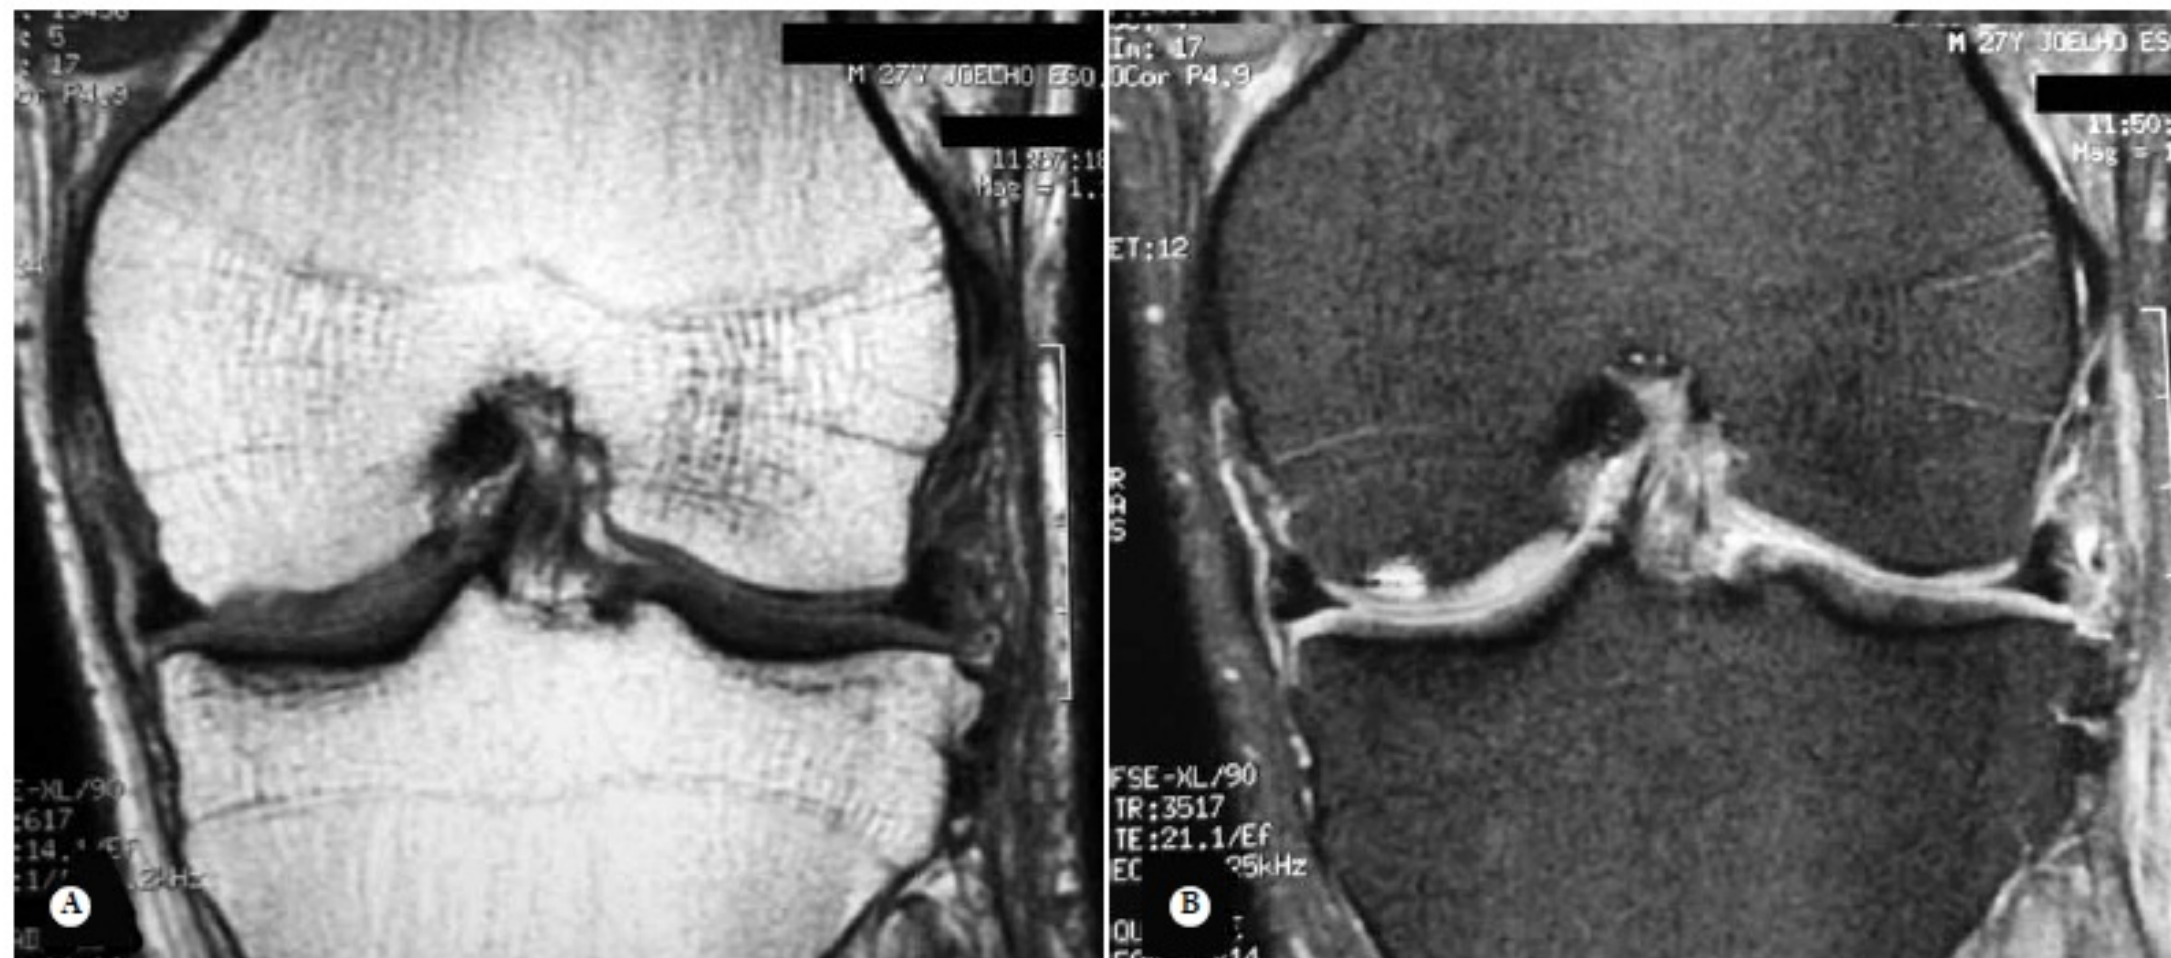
RNM em T1 (A) e T2 (B) do paciente com as radiografias da foto 1 (B, C), demonstrando o aparecimento da lesão condral que não foi visualizado na radiografias. Sendo esta lesão melhor visualizada em T2.
